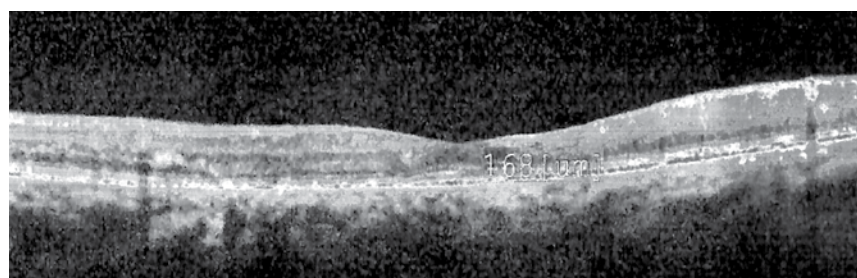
Томограмма сетчатки пациента К. через 6 мес. после ИВВ имплантата Озурдекс
